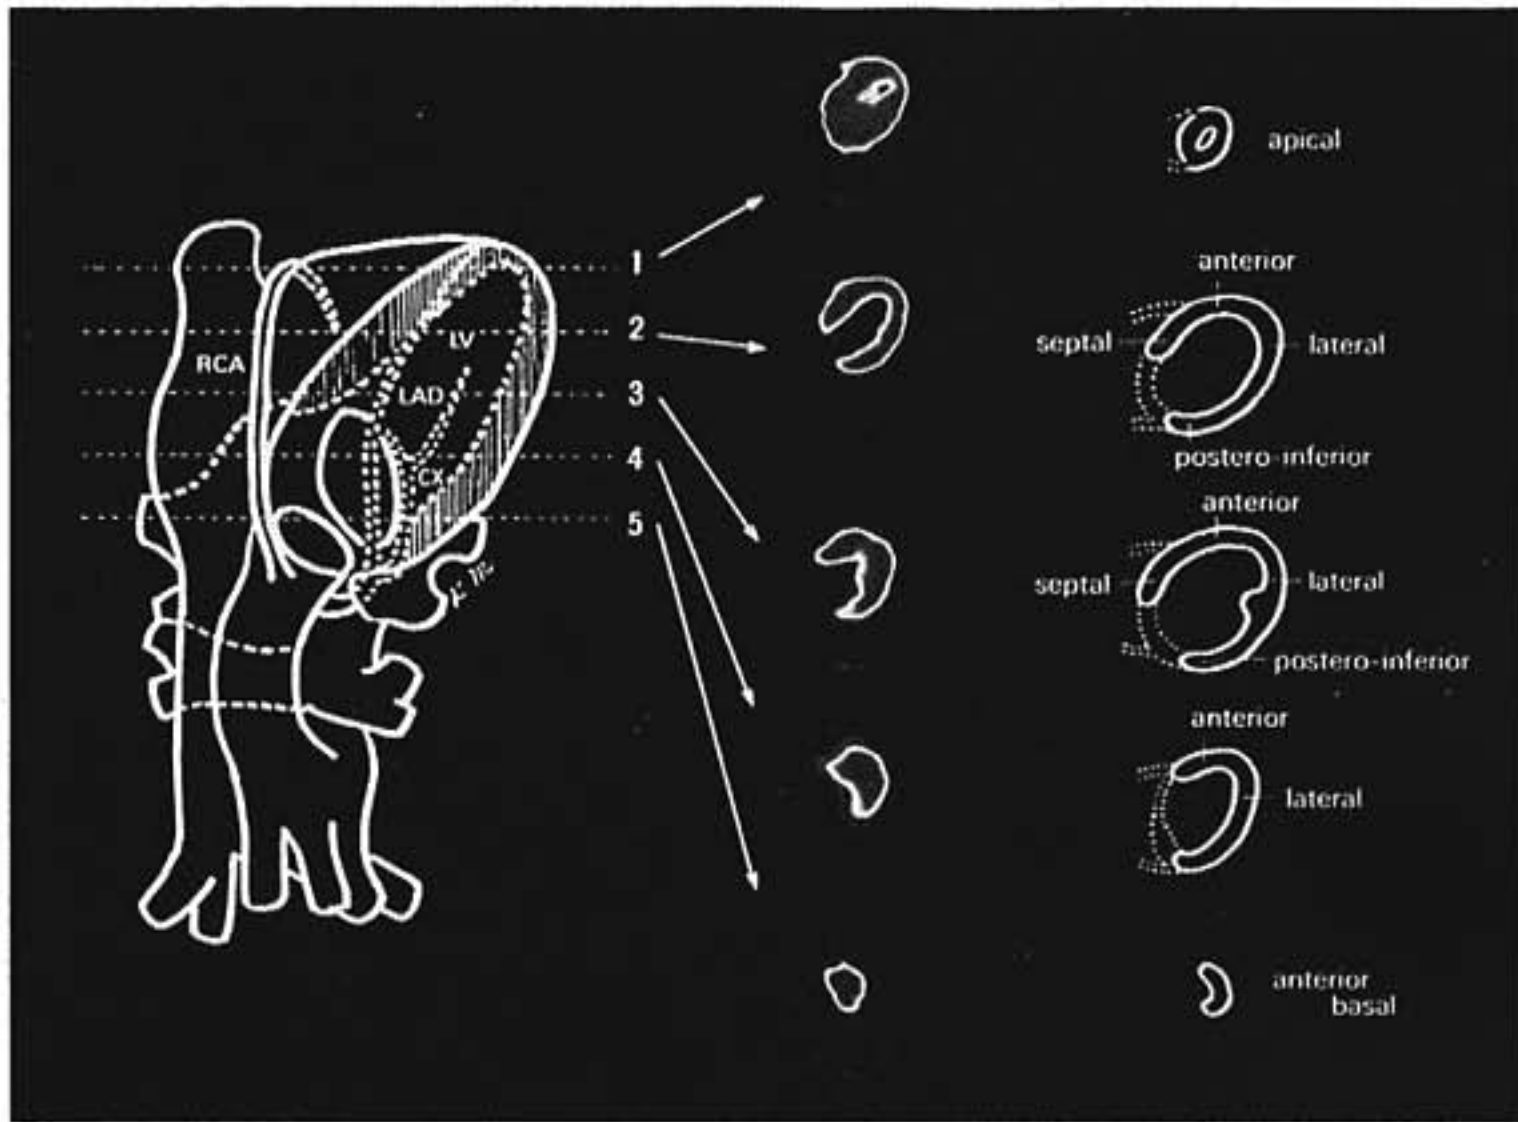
Emission position tomography
